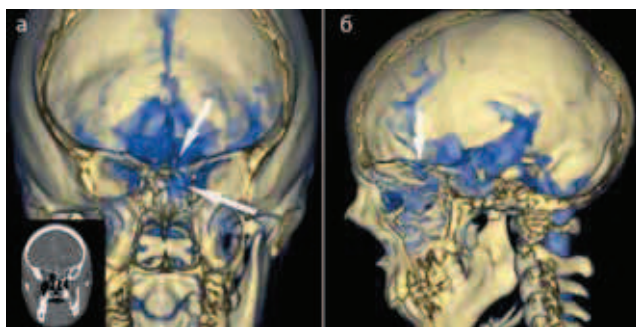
Компьютерно-томографическая цистернография. Фронтальный (а) и сагиттальный (б) срезы. Контрастируются базальные и конвексальные субарахноидальные пространства. Визуализируется область дефекта основания передней черепной ямки с ликворной фистулой (стрелки), истечение контрастированной цереброспинальной жидкости (синий цвет) из субарахноидальных пространств головного мозга в придаточные пазухи носа.
